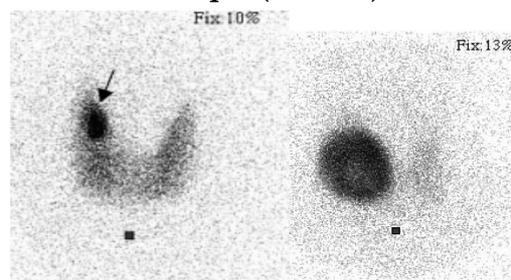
Aspect scintigraphique d'un nodule prétoxique (à gauche, voir flèche) et d'un adénome toxique (à droite)
